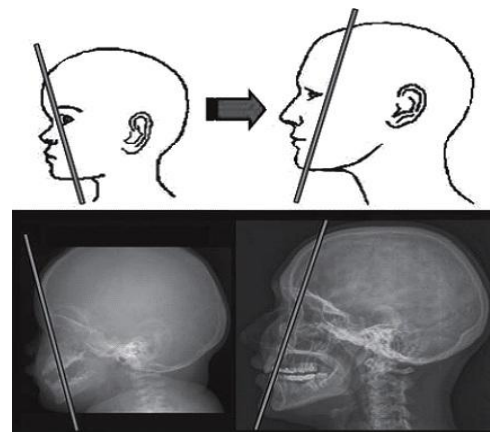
Comparación de la anatomía facial entre adultos y niños. (Modificado de Alcalá-Galiano et al. *Pediatric Facial Fractures: Children Are Not Just Small Adults*. *RadioGraphics*, 2008. 28: p. 441–461)
